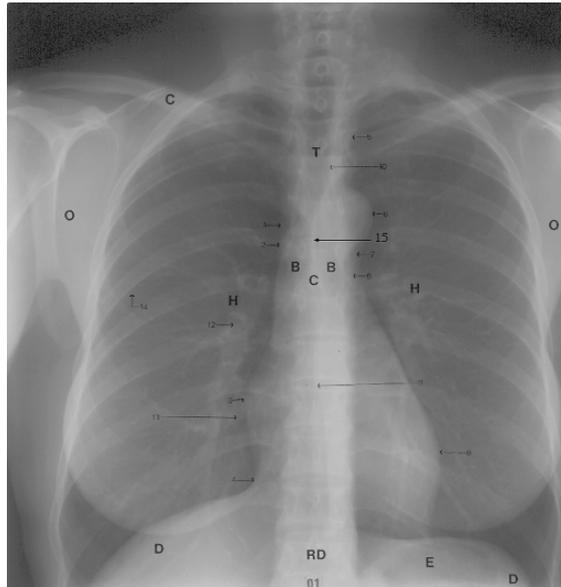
Radiographie pulmonaire [162]
